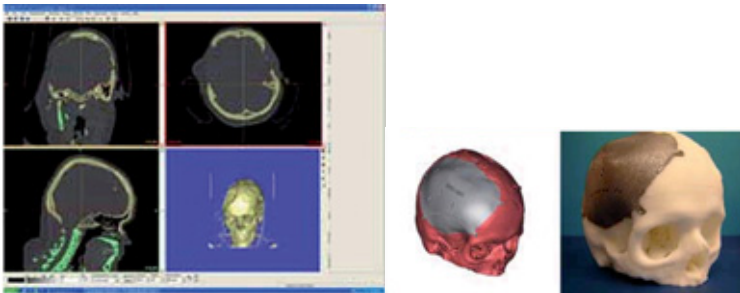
En individframställd biomedicinsk produkt, del av skalle. Framställd med EBM-teknik efter datortomografi (CT). CT-data används för att skapa en exakt CAD-modell av önskat implantat. Denna CAD-modell används av EBM-maskinen för att bygga konstruktionen (foto: Hemsida, Arcam AB).
